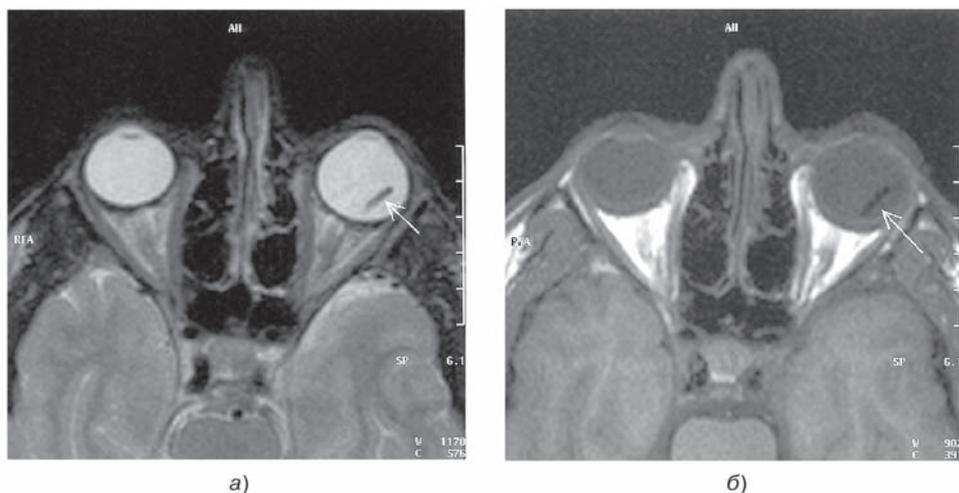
МР-томограммы глазниц в аксиальной плоскости. Т2-взвешенные изображения (а) и Т1-ВИ (б). Иностранное тело глазного яблока (стрелка).
